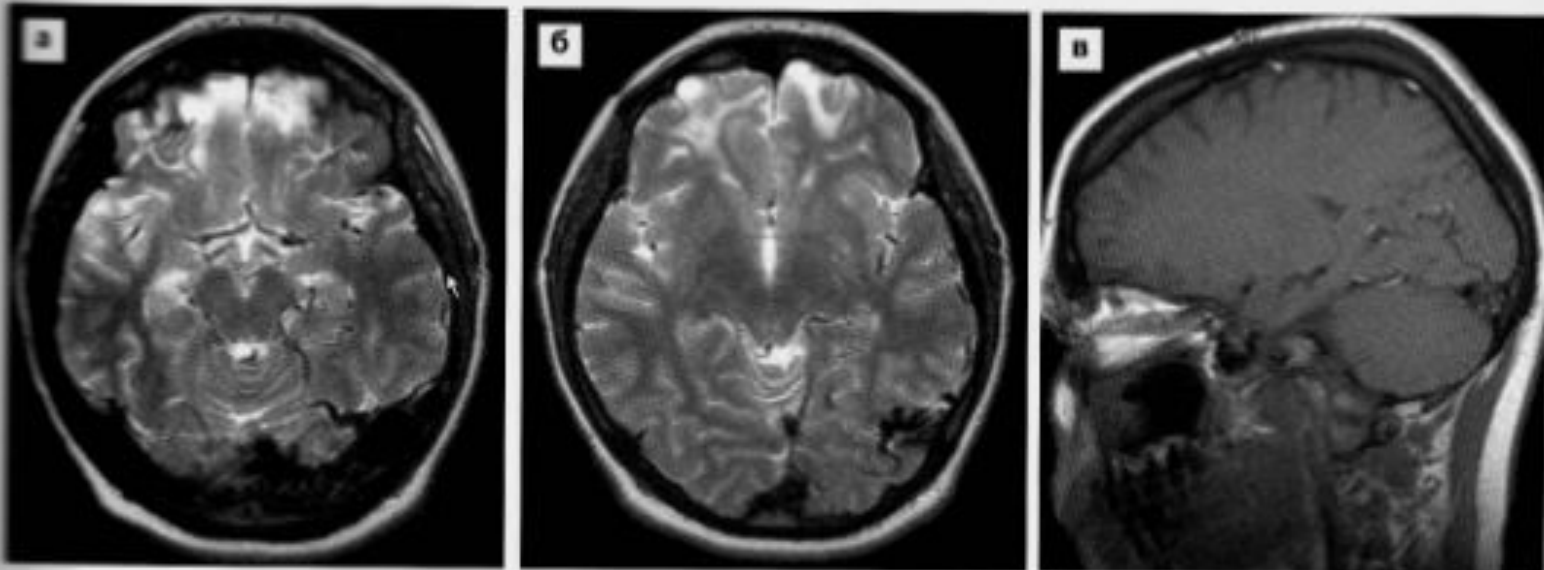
ДАВФ затылочной области слева. МРТ в режимах T2 (а, б), T1 (в) демонстрирует патологическую обильную сосудистую сеть в затылочной области.
